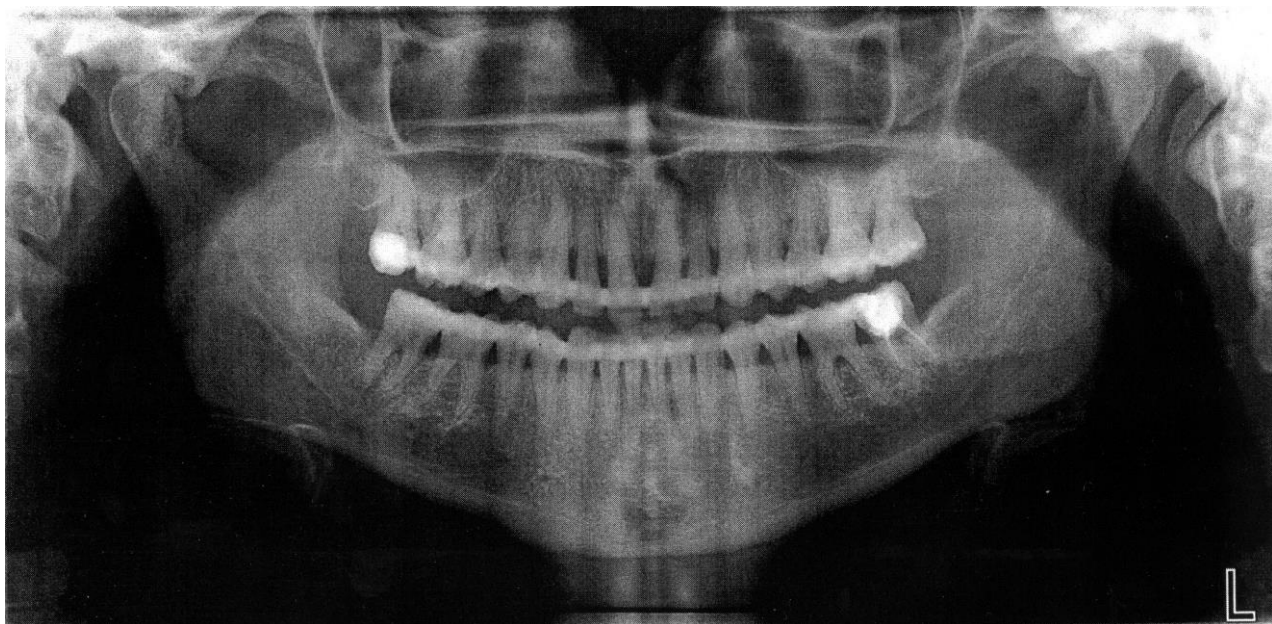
Ортопантомограма хворої І. через 6 місяців після шинування з використанням скловолоконних смужок «Глассдент». Відмічається зменшення остеопорозу
